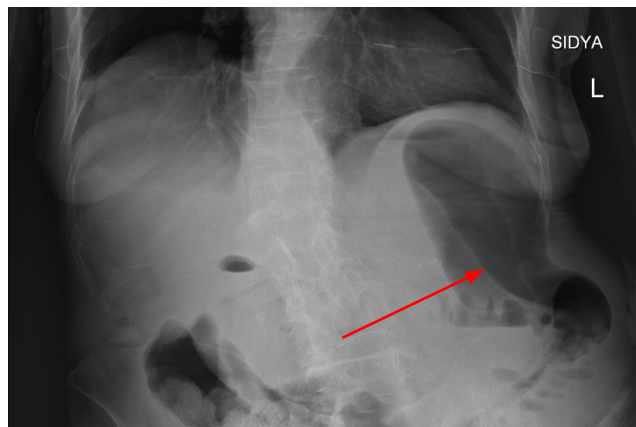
Рентгенография брюшной полости. Отмечается пневматизированная петля тонкой кишки (отмечена стрелкой). Поддиафрагмальные области без признаков свободного газа
